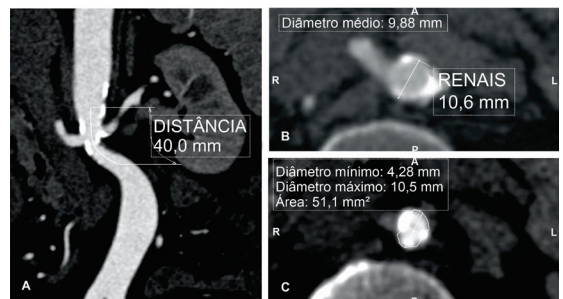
(A) Reconstrução em *maximum intensity projection* (MIP) da angiotomografia pré-operatória demonstrando um corte coronal ao nível das artérias renais, evidenciando as calcificações parietais ao nível das renais e o comprimento da estenose; (B) Cortes axiais demonstrando o diâmetro aórtico ao nível das artérias renais; (C) Diâmetro no ponto de maior estenose.
